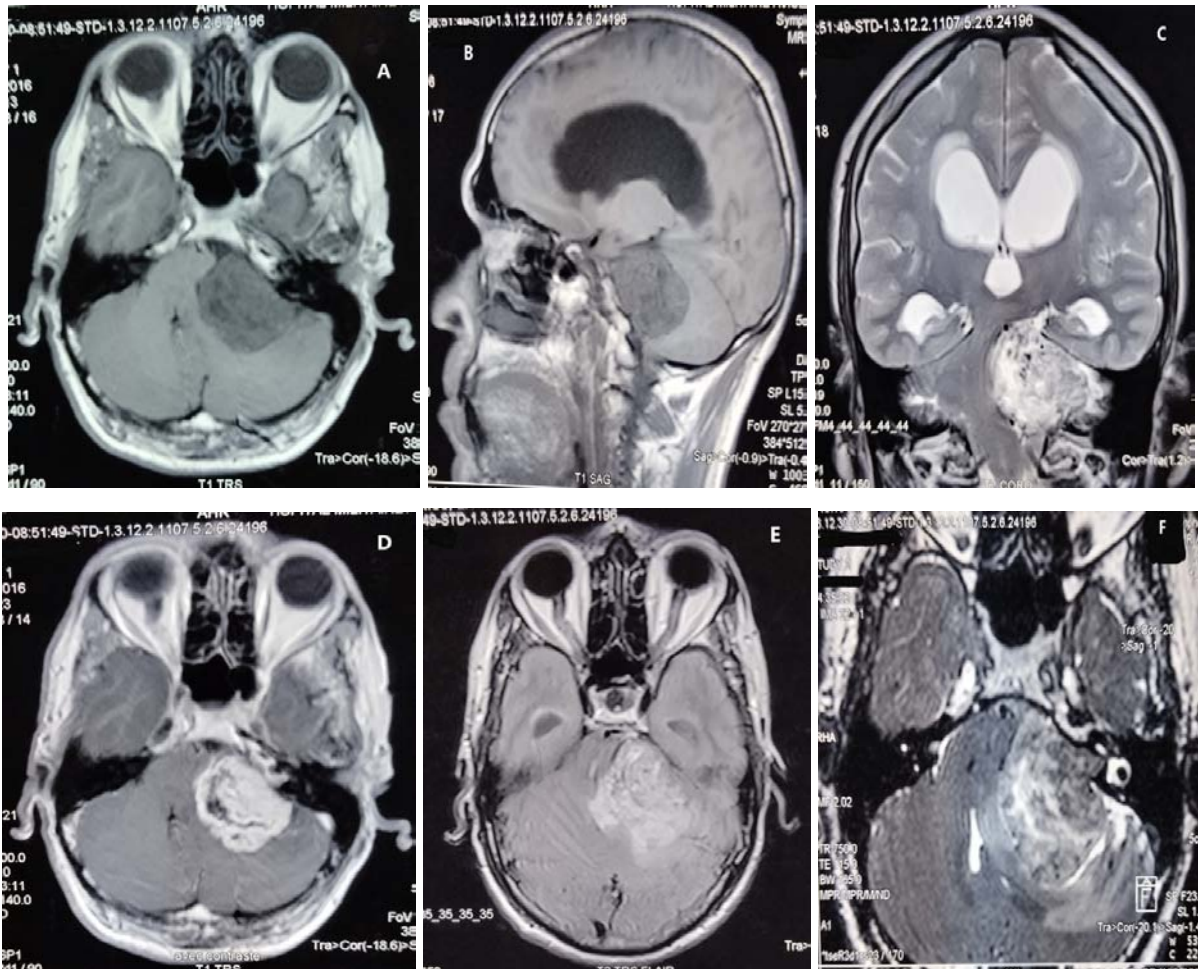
IRM en coupe axiale (A) et sagittale (B) T1 non injectée, en coupe coronale T2 (C), en coupe axiale T1 injectée (D), en coupe axiale séquence FLAIR (E), et séquence CISS (F) : Volumineux processus lésionnel de l'APC gauche, en hyposignal T1, hypersignal hétérogène T2, rehaussé de façon intense et hétérogène, et exerçant un effet de masse sur le TC, l'hémisphère cérébelleux, et sur le V4 avec hydrocéphalie : Schwannome vestibulaire stade IV.
